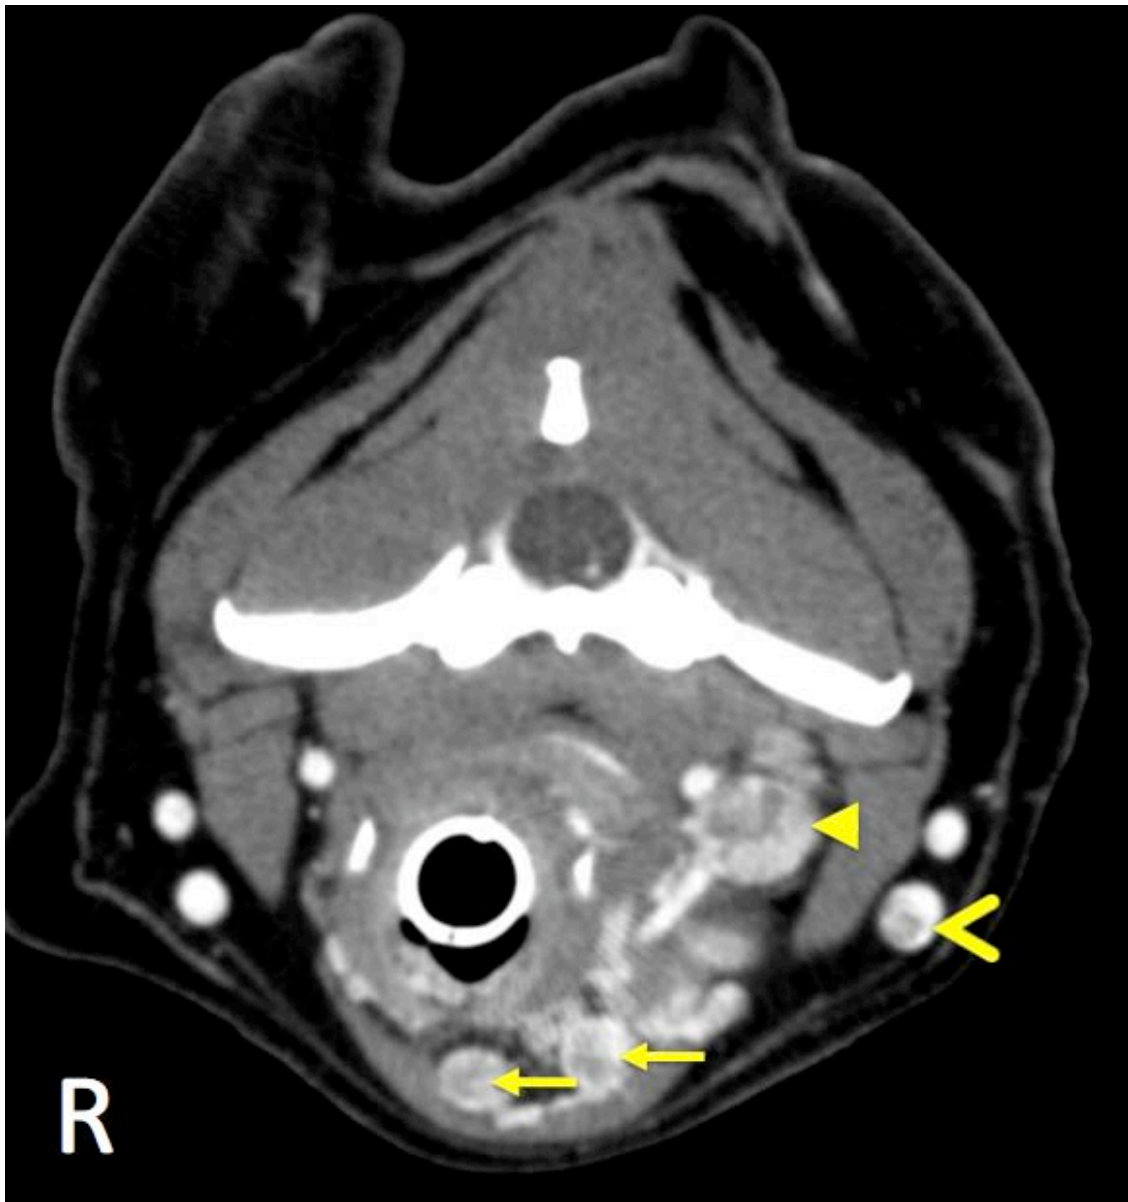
腫瘍の静脈内伸展を示す CT 画像所見 (R は症例の右側)。
